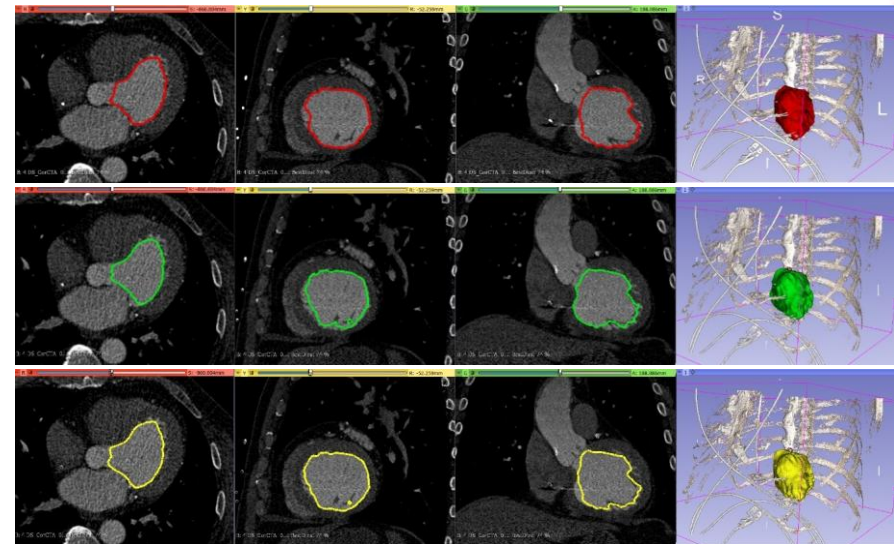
Náhled 3D dat k intraobserver analýze (CT LV x EAM LV)
